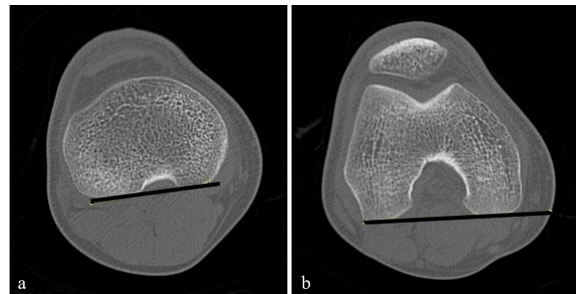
Transtibial (a) and transcondylar (b) axes are drawn on the axial computed tomography slices.
